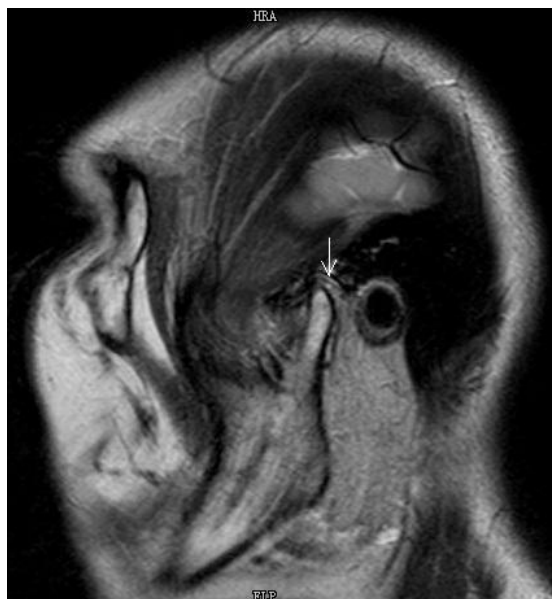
МРТ ВНЧС в кососагиттальной проекции. Кровоизлияние в биламинарную зону сустава.
